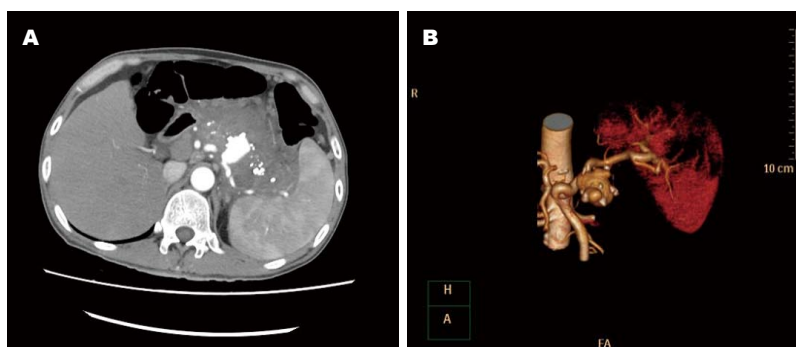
病例检查图片. A: 腹部强化CT; B: 脾动脉CTA. CT: 计算机断层扫描; CTA: CT血管造影.
